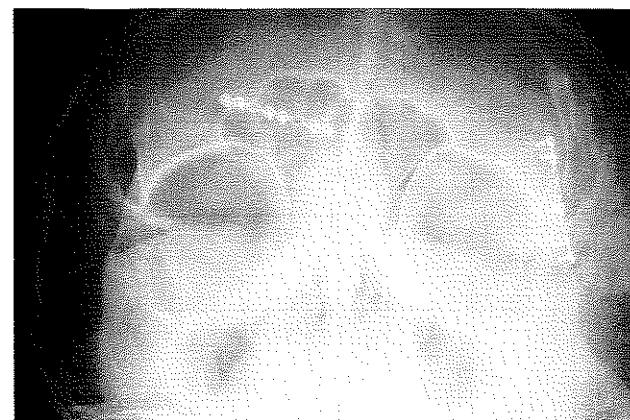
Olgu 7'nin operasyon öncesi bilgisayarlı tomografisi
